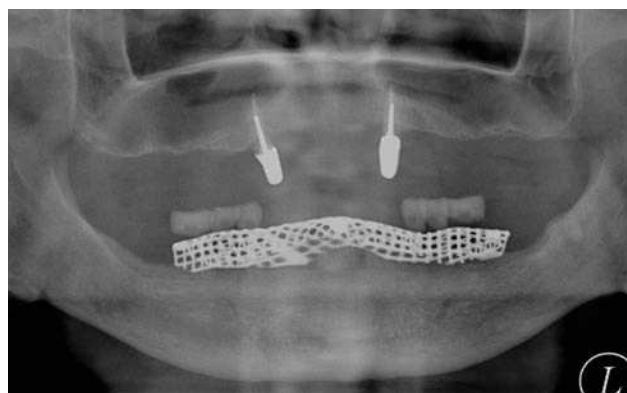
Radiografía panorámica de medición (caso 2). El paciente rechazó la extracción del resto radicular del tercer molar inferior izquierdo.
